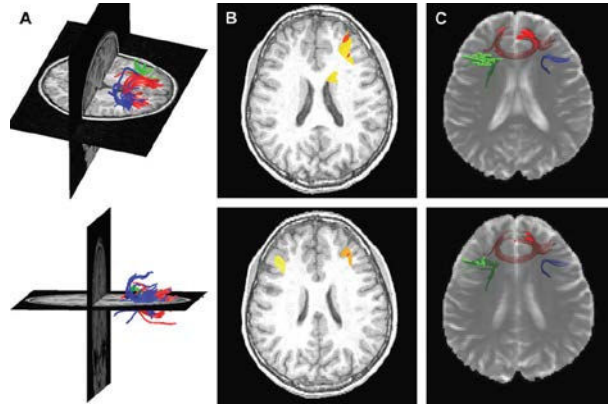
Résultats DTI des réseaux fronto-striataux chez un sujet typique. (A) Images tridimensionnelles des réseaux fronto-striataux superposées sur une image T1 en IRM anatomique pour un sujet typique. Les tractes bleu, vert et rouge sont dérivés des points d'origine dans le CPF latéral droit, gauche et médian respectivement. (B) Activations en IRMf en utilisant la même épreuve go/no-go chez un sujet d'âge équivalent. Les activations observées sont adjacentes aux tractes représentés en (C). (C) Fibres fronto-striatales superposées sur une image T2 IRM anatomique sur le même sujet typique. (figure extraite de Liston et al., 2006).
